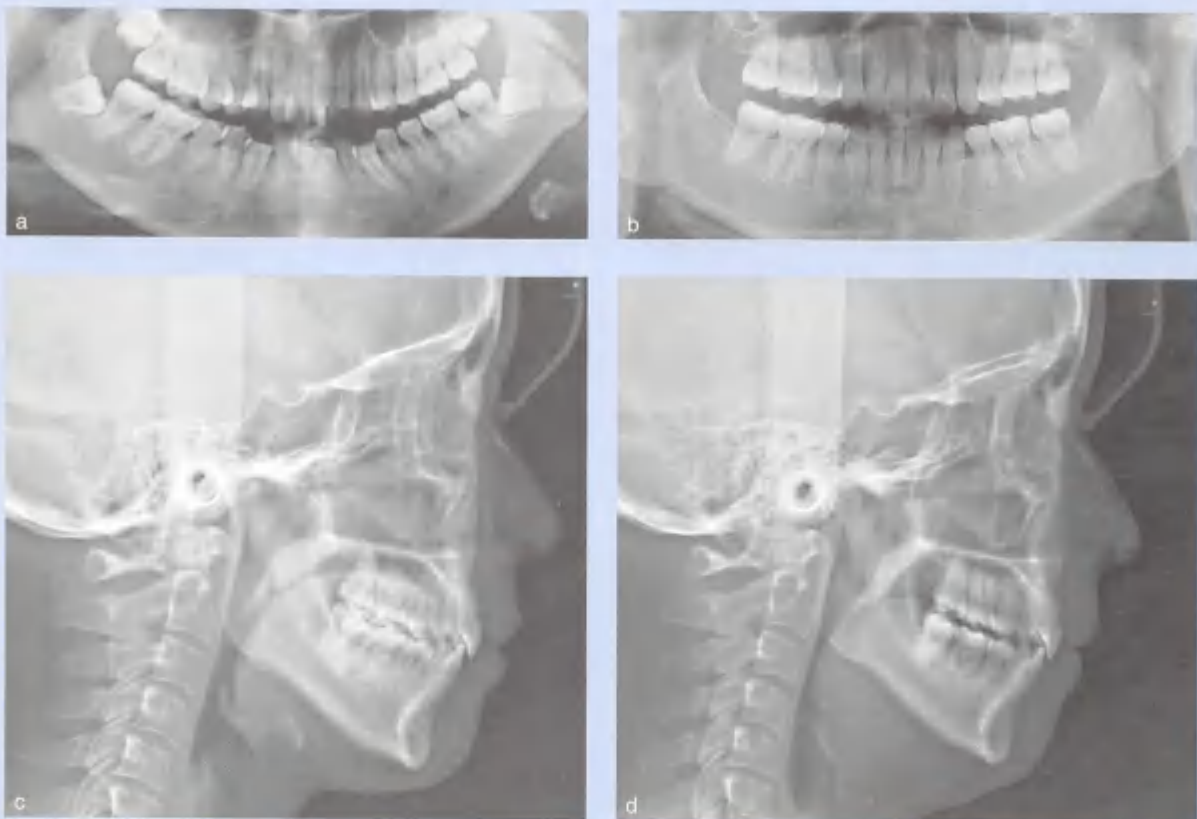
X线片。(a) 治疗前曲面断层片, 4颗智齿存在。(b) 拔牙智齿和第一前磨牙并关闭间隙后的曲面断层片。(c) 治疗前头颅侧位片。(d) 内收上下前牙后的头颅侧位片
